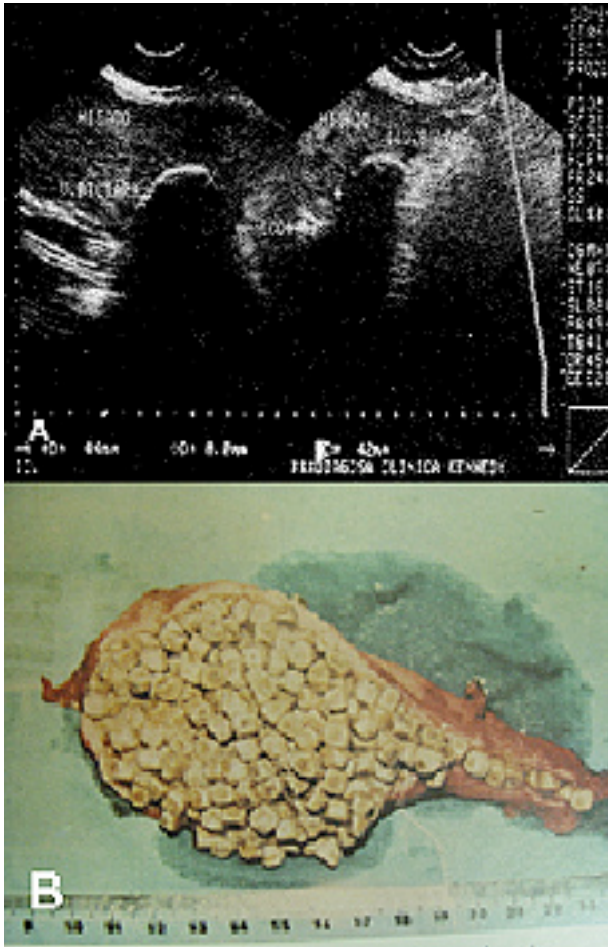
A) Imagen sonográfica de vesícula biliar llena de cálculos -"vesícula de piedra". B) Visión macroscópica de la misma vesícula luego de researla. (Tomado de: Manual Básico de Sonografía para el Cirujano Abdominal. NA Gómez 1987)
